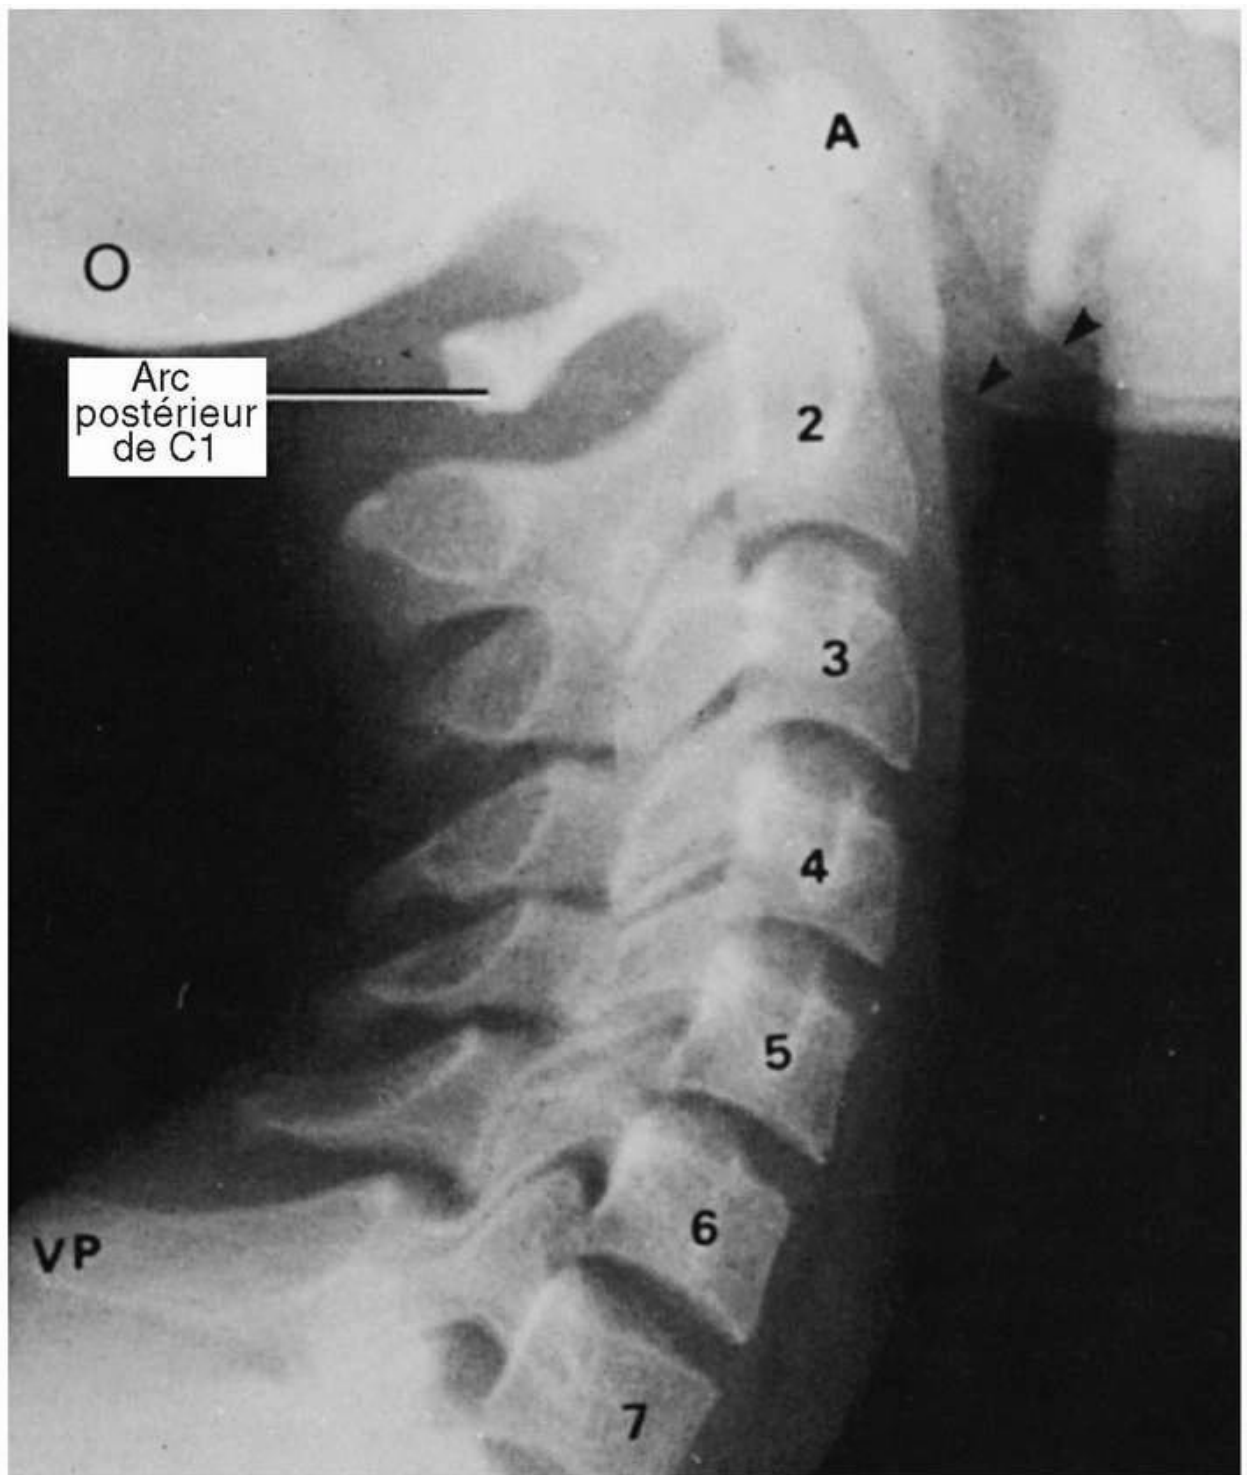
Radiographie latérale de la région cervicale, montrant les vertèbres cervicales. Les corps des vertèbres sont numérotés de C2 à C7. Notez la localisation des arcs antérieur (A) et postérieur de l'atlas (C1). Observer la vertèbre saillante (C7, *vertebra prominens* = VP), l'os occipital (O), et l'angle de la mandibule (pointes des flèches). Adaptation autorisée de Moore, KL. *Clinically Oriented Anatomy*, 3^e édition, Baltimore : Williams & Wilkins ; 1992.
